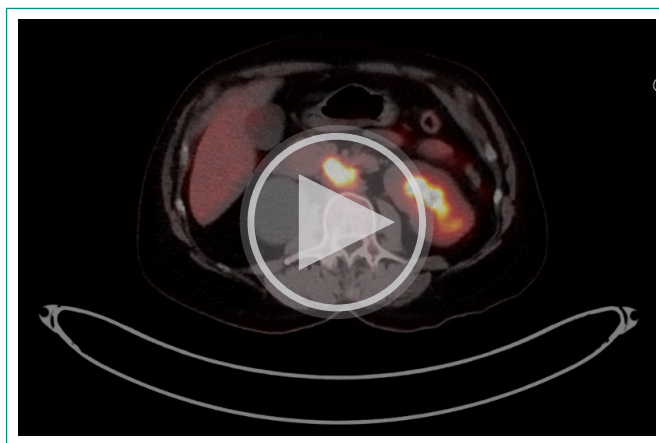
Captura de imagen de TC.
